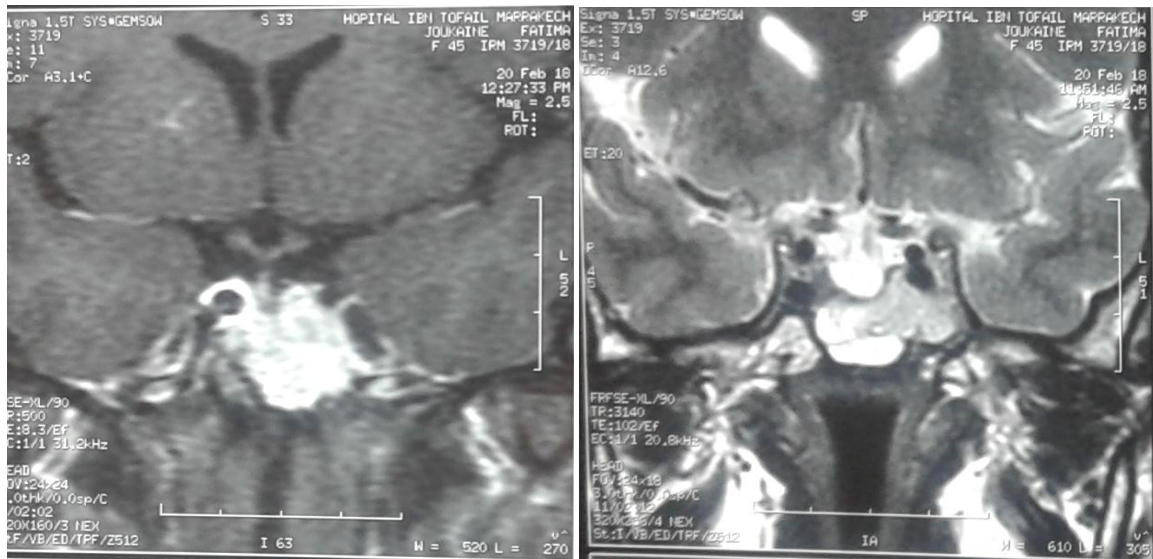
IRM hypophysaire montrant la persistance du macroadénome sellaire
